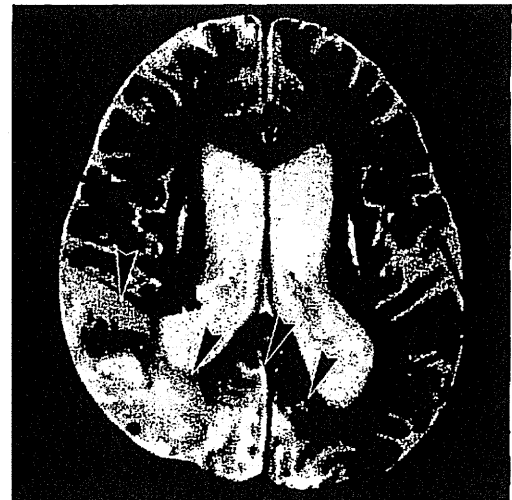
MELASの脳画像(MRI/MRS)所見
